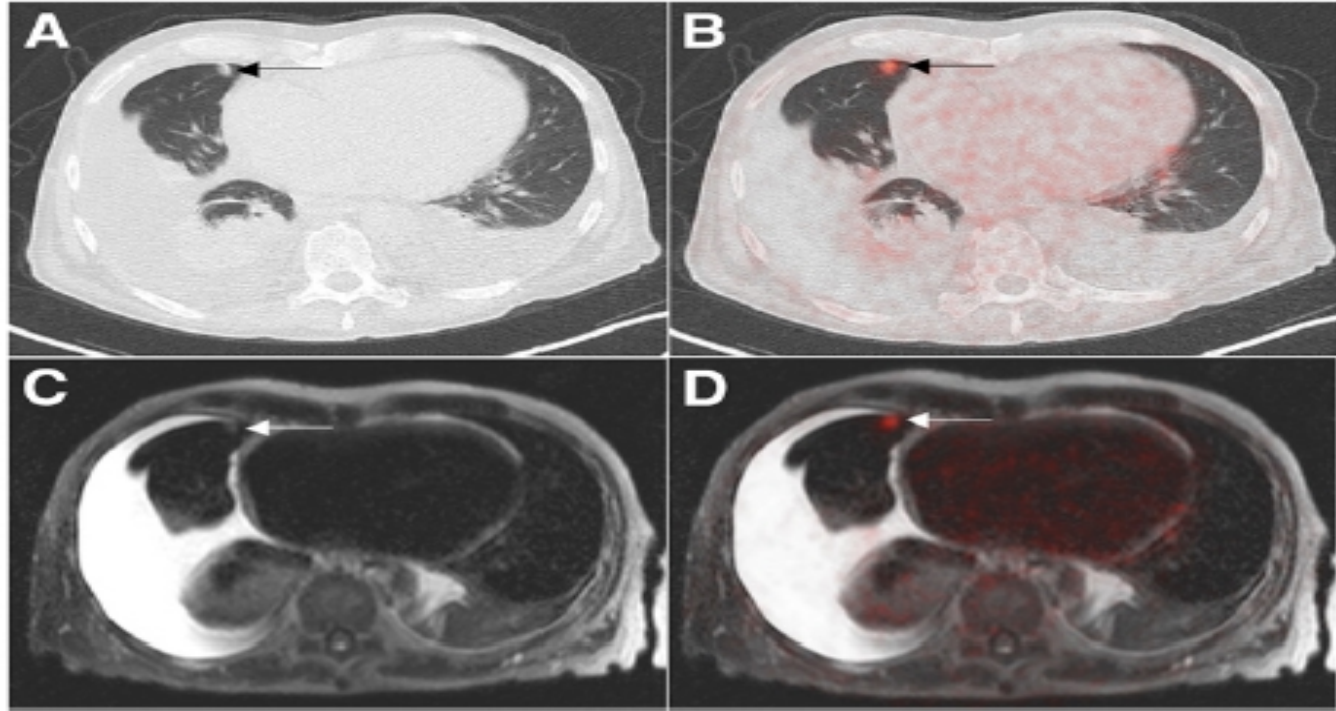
A 72-y-old patient with bronchial carcinoma of right hilum. Metastasis of right lung (arrows) found on CT (A) was confirmed by ^{18}F -FDG-avid lesion on axial ^{18}F -FDG PET/CT (B). This metastasis is hardly visible on whole-body MRI using half-Fourier, single-shot, turbo spin echo sequence (C), demonstrating superior contrast of lung tissue provided by CT. PET/MRI (D) demonstrates metastasis with increased ^{18}F -FDG uptake.
